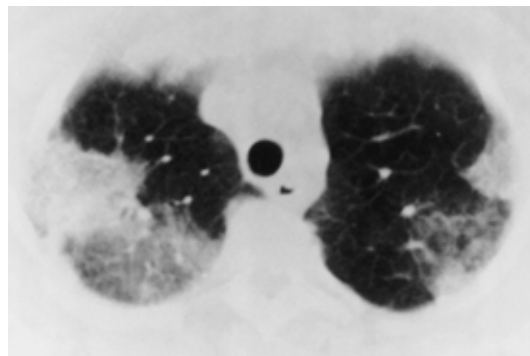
Computed tomographic (CT) scan shows ground-glass opacity in the periphery of the upper lobes of both lungs.
